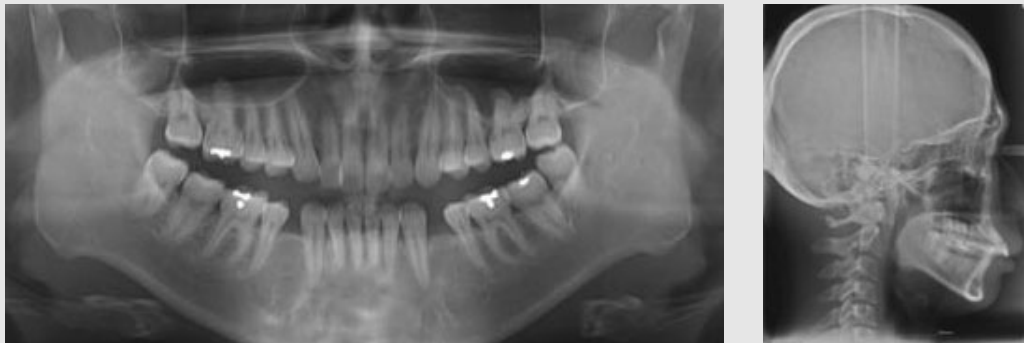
Radiographic findings before treatment. (A) panoramic radiograph, and (B) lateral cephalometric radiograph.
